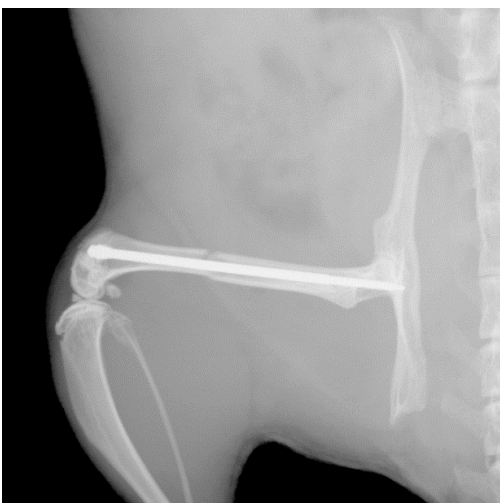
Röntgenologische Kontrolle der Lage der Zugschraube
